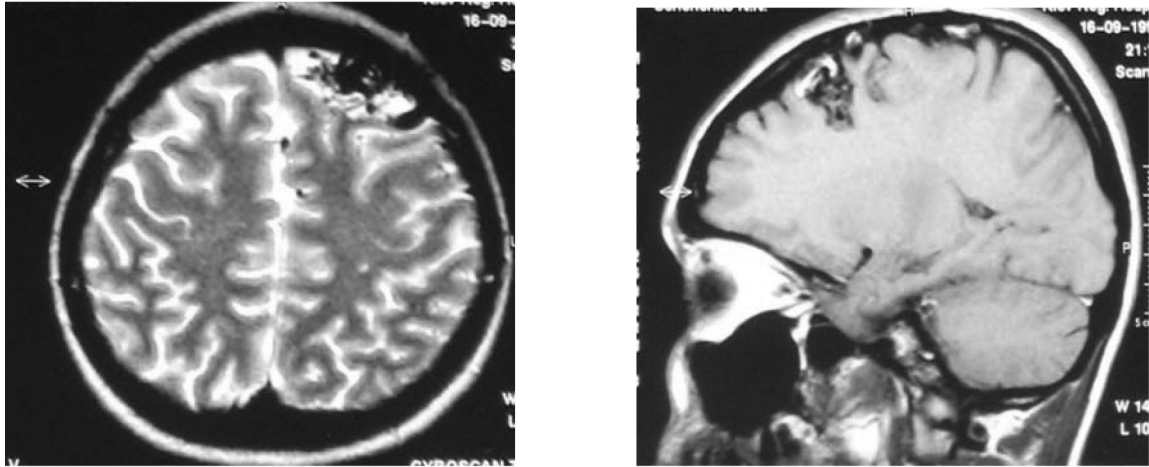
МРТ — T2 та T1-зважені зображення. АВМ лівої лобної частки
